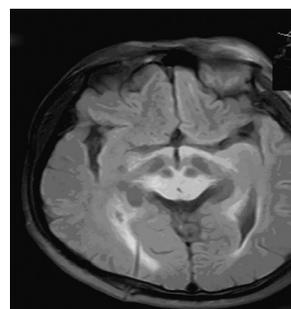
双侧丘脑、中脑、大脑脚 FLAIR 呈对称性高信号
